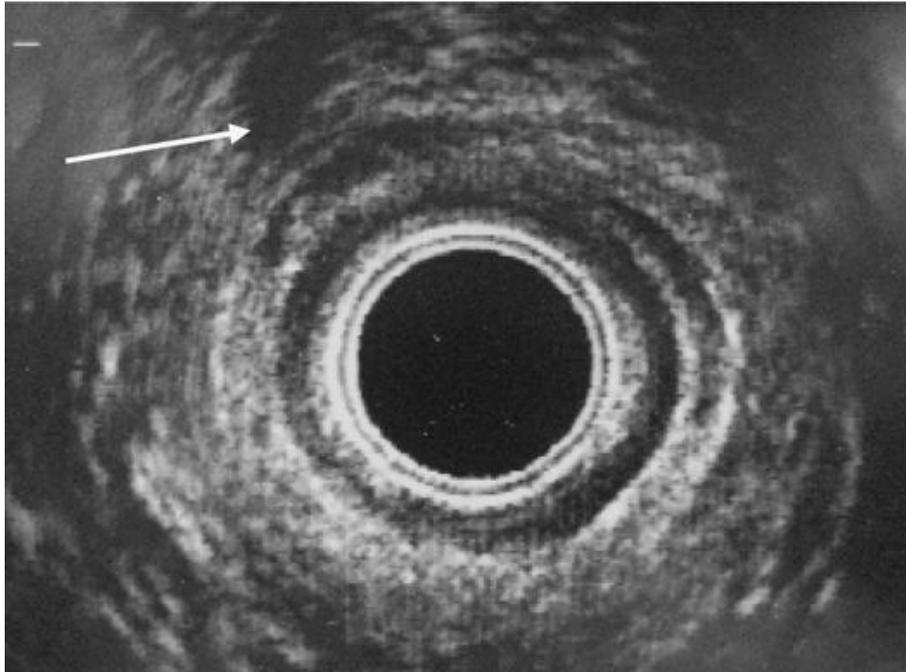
Vue échographique d'une rupture du sphincter externe dans le cadran antérodroit [40].
